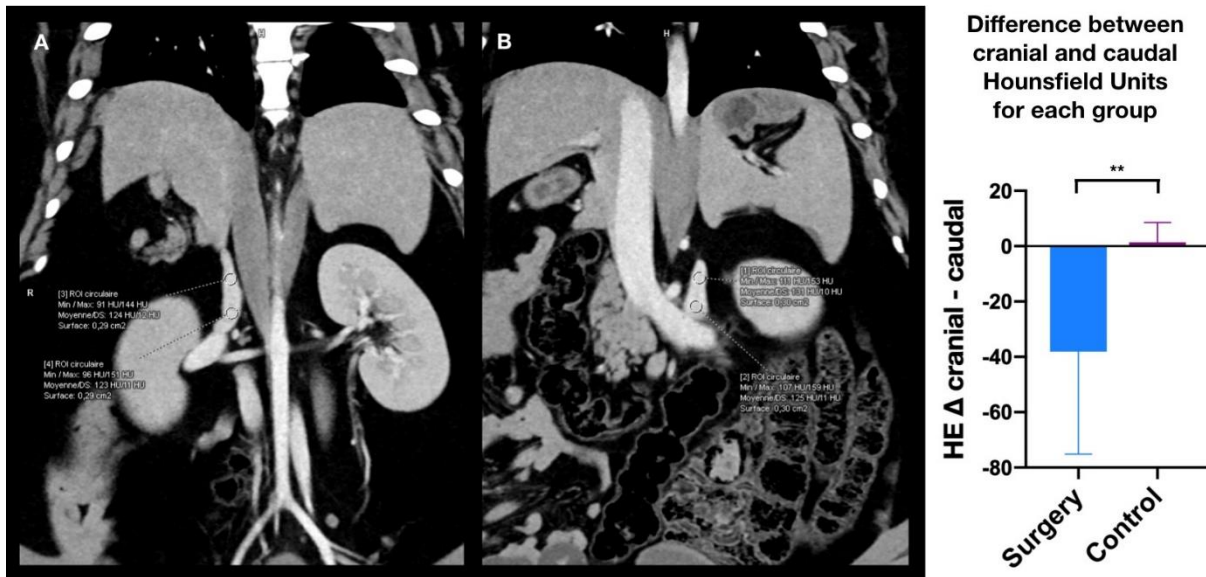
Quantitative adrenal perfusion assessment by means of intraoperative CT scan. Intraoperative contrast-enhanced CT in the portal phase demonstrated a significantly lower contrast uptake in the cranial segments as compared to caudal segments in divided glands vs. intact glands. Values in the figure: significant difference between surgery (mean Δ $-39.14 \pm$ SD 35.57) and control group (mean Δ $1.286 \pm$ SD 7.251 , $p=0.0064$).
